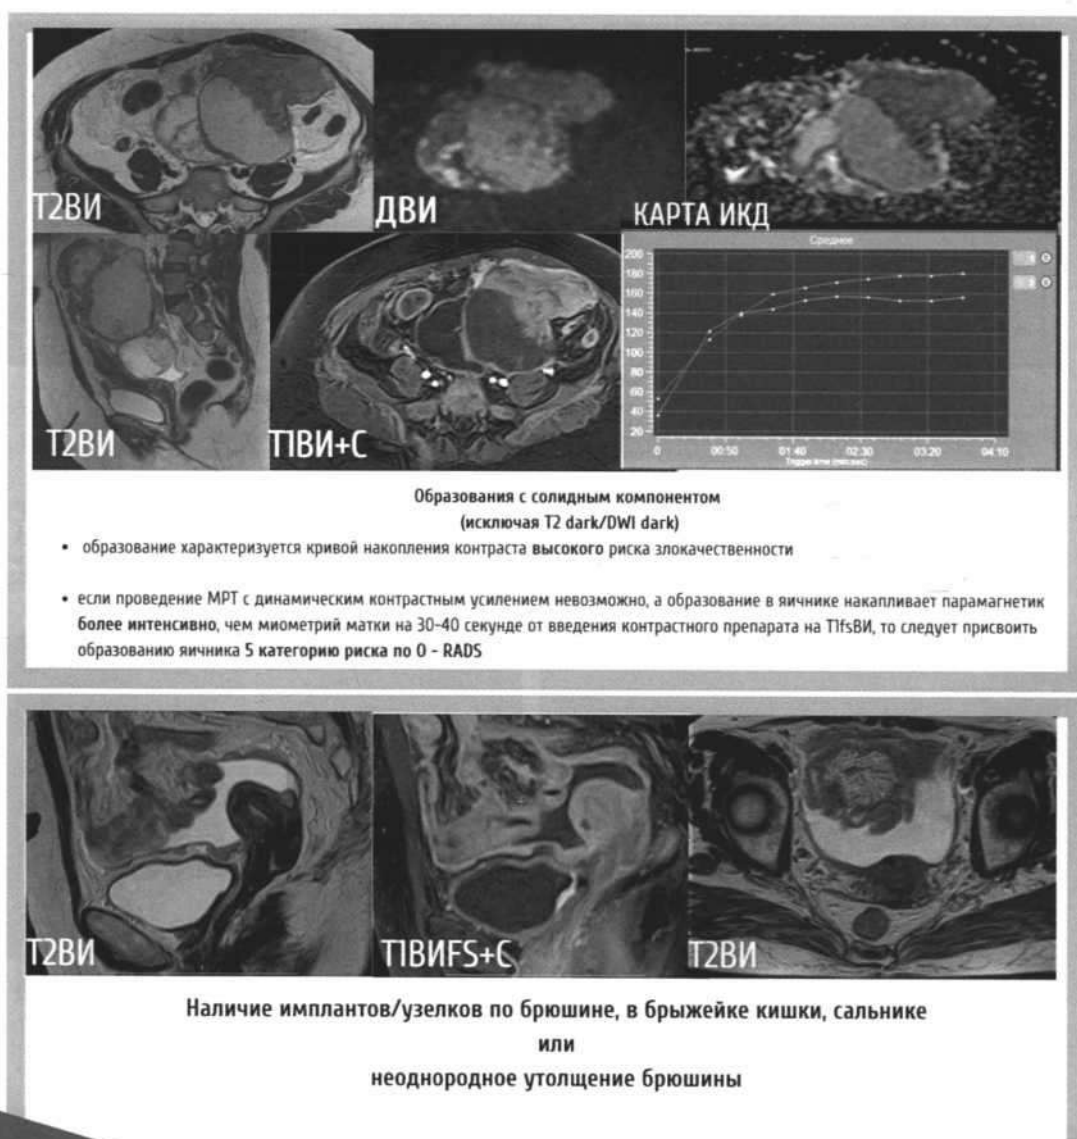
Категоризация образований яичников O-RADS MRI 5
